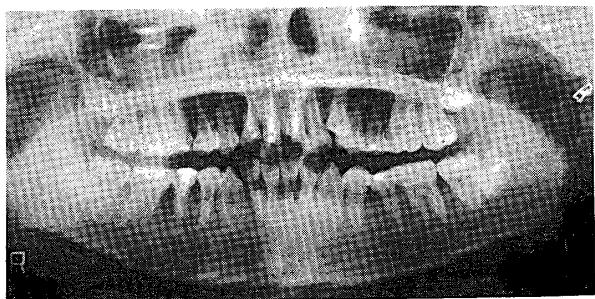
Case 4: Postoperative panoramic radiograph
